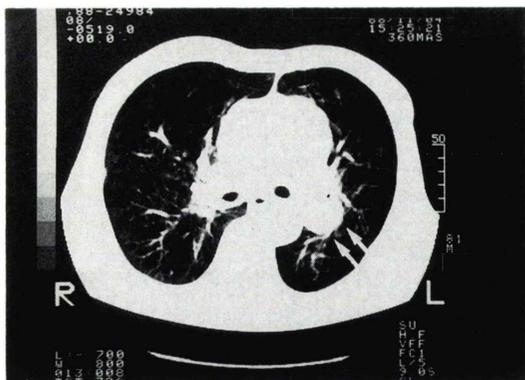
Chest CT shows large pulmonary aneurysm (white arrows) in left pulmonary artery.
